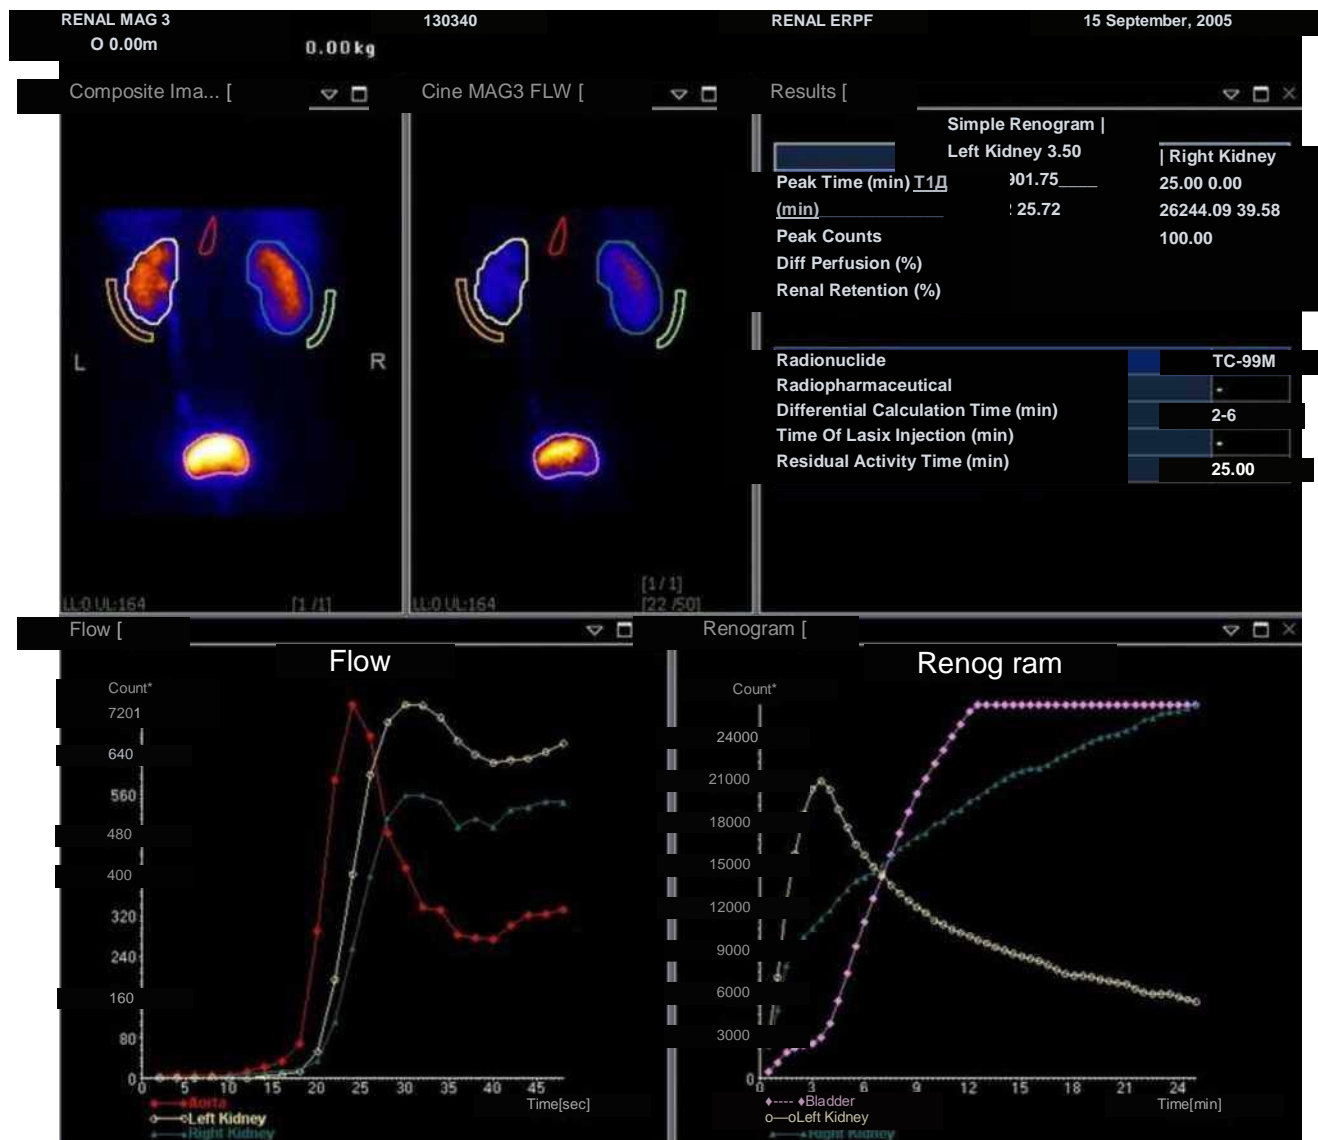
Сцинтиграфия почек динамическая.
